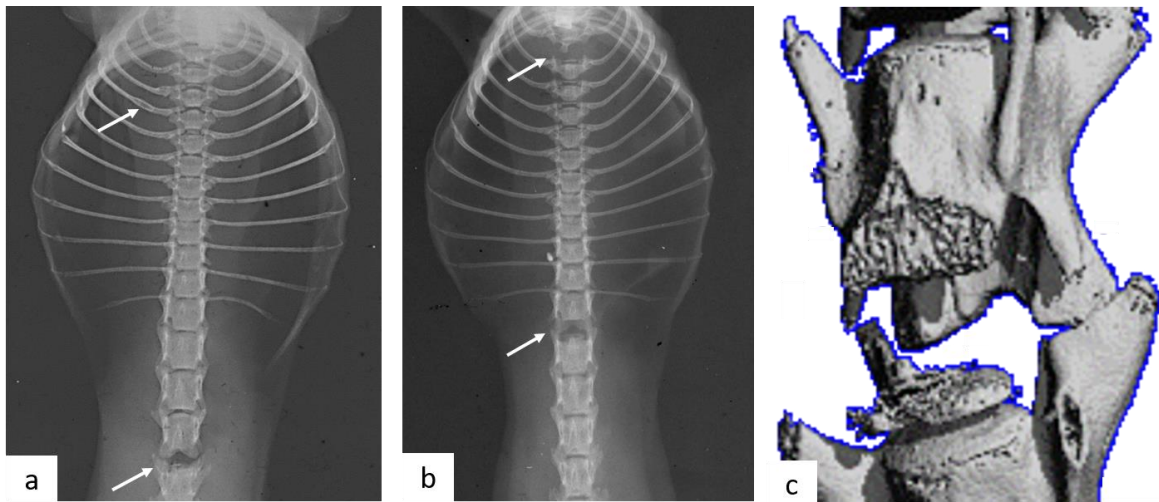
artifizielle Knochenveränderungen bei homozygoten $ALPL^{E191K}$ -Mäusen. a) Deckplattenausriss bei LWK 4 sowie kallöse Verdickung der proximalen vierten Rippe. b) Deckplattenausrisse bei BWK 2 und LWK 1. c) Computertomographische Rekonstruktion des knöchernen Ausrisses bei LWK 4.
